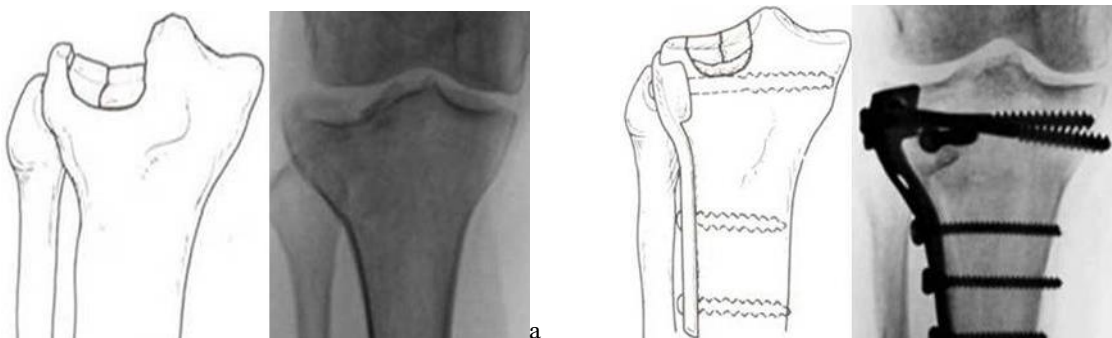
Схеми та фото рентгенограм – перелом Schatzker 3: а – до операції: б – після відкритої репозиції, кісткової субхондрального дефекту зовнішнього виростку та внутрішнього остеосинтезу.
